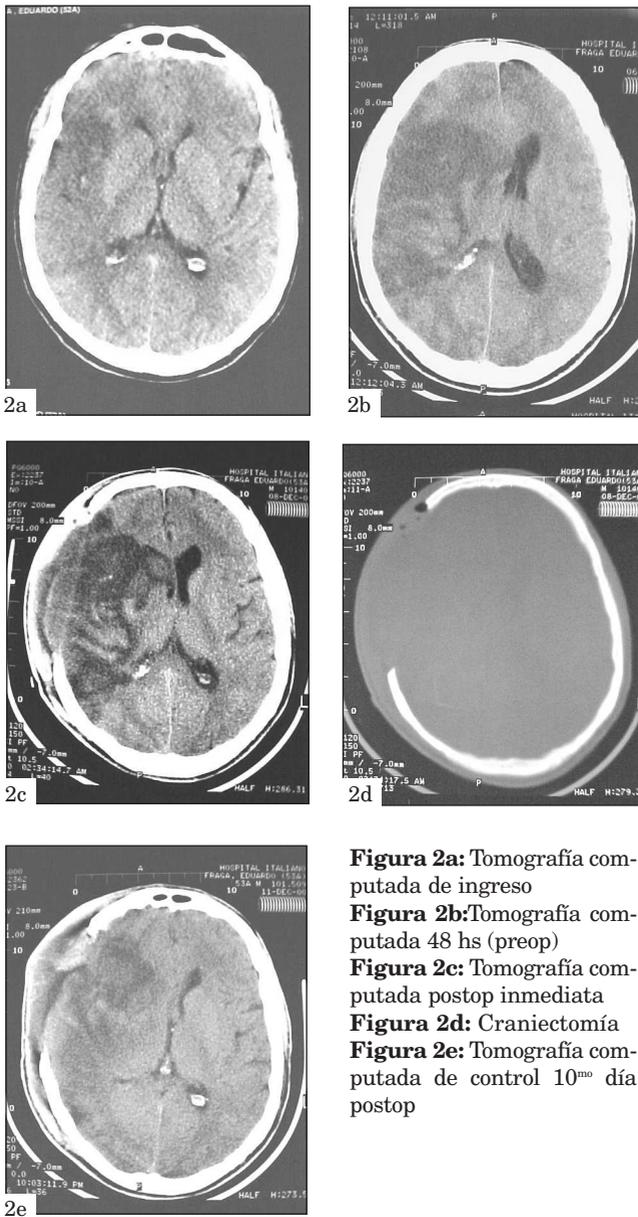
Tomografía computada de ingreso
